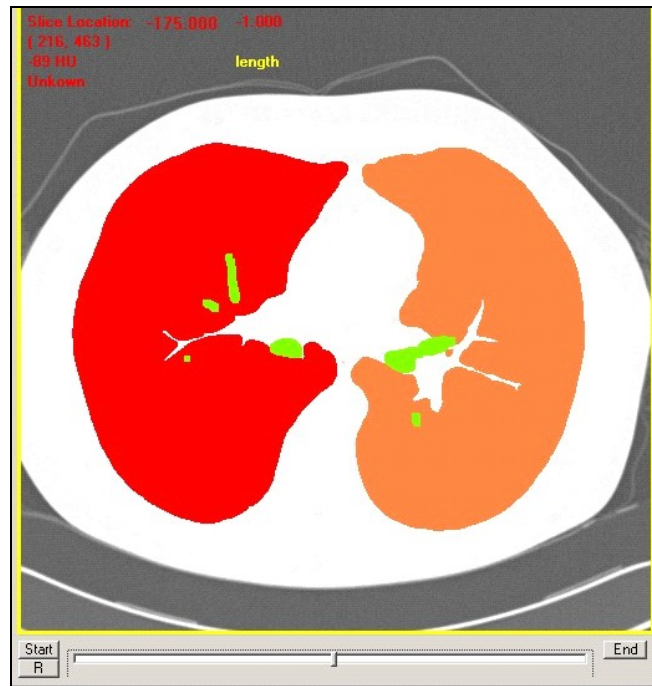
Resultat der Lungensegmentierung: Darstellung einer transversalen CT–Schicht nach erfolgreicher Segmentierung. Der Tracheobronchialbaum ist grün, der rechte Lungenflügel rot und der linke orange dargestellt
